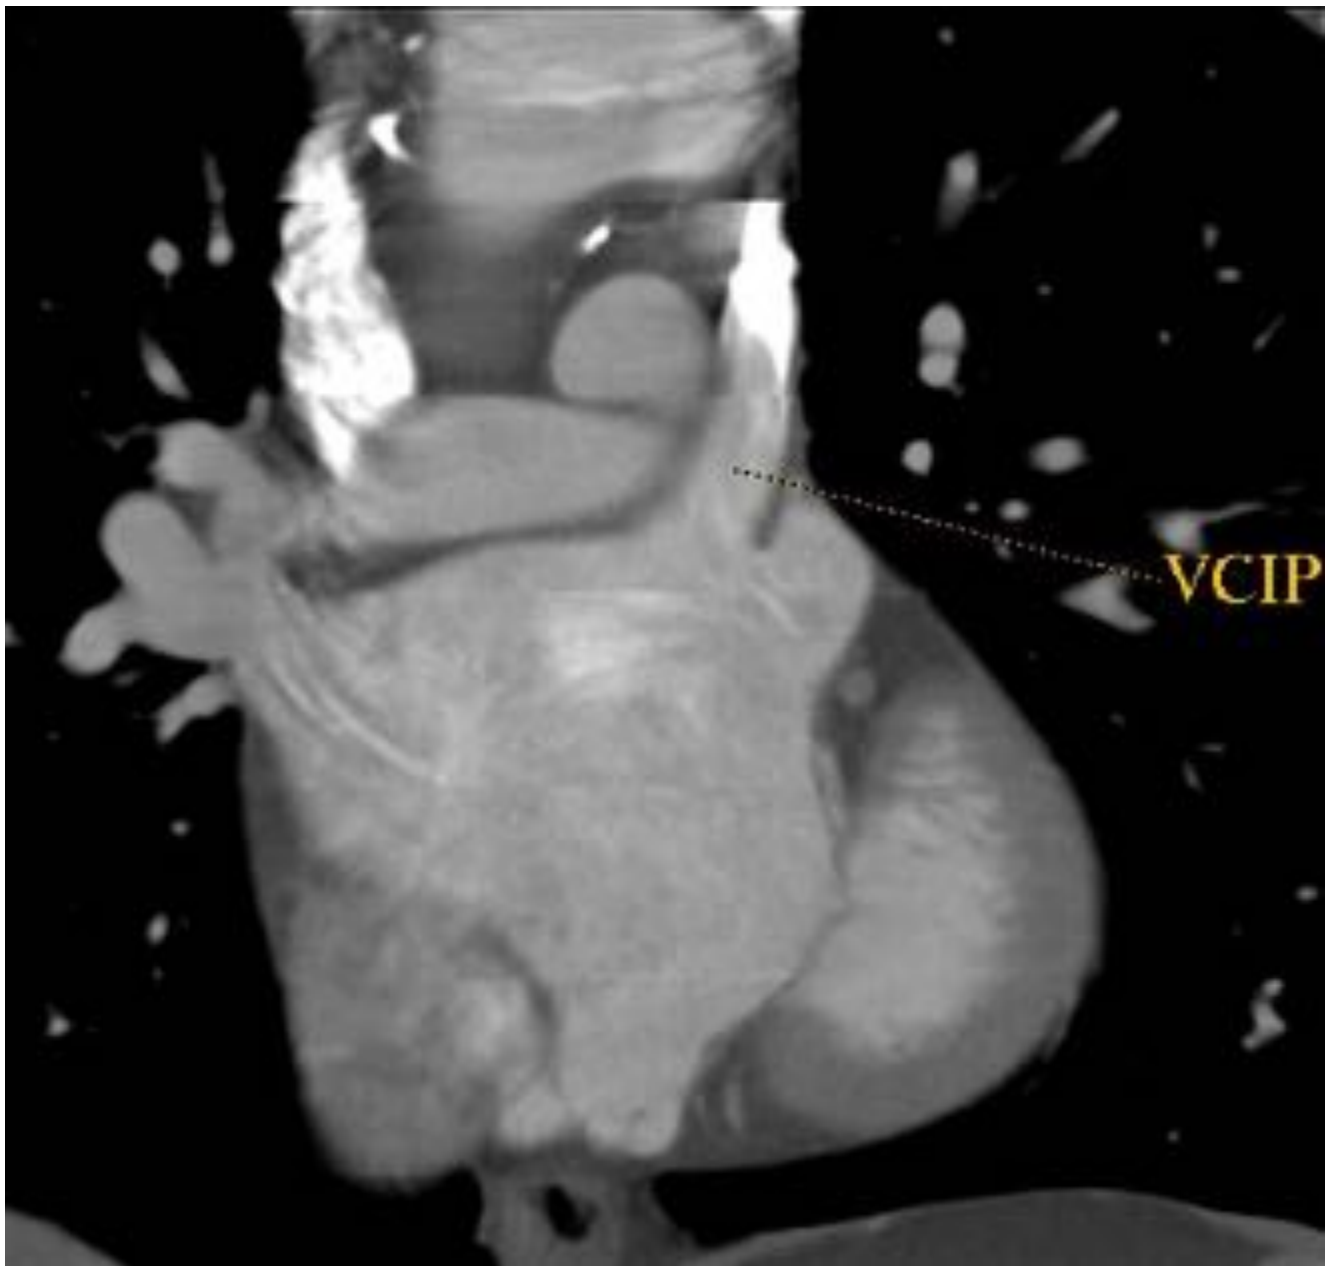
Mismo caso anterior en imagen MIP de angiorresonancia 3D con contraste i.v.
